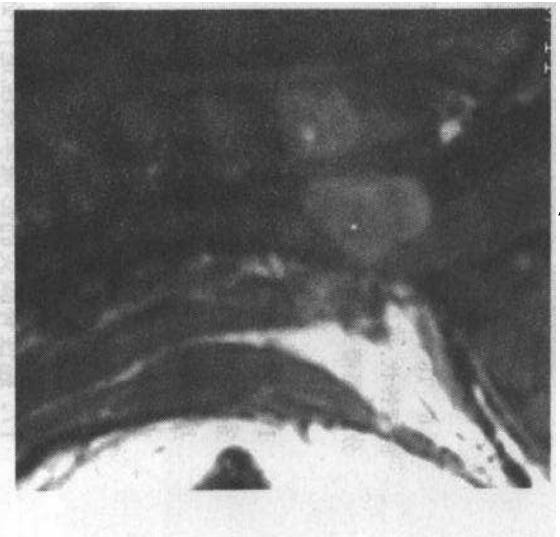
C1~C2 脊膜瘤。增强扫描 MRI 矢状位显示, 肿瘤(亮的卵圆形区)起源于脊髓外, 呈卵圆形强化信号区, 边界清楚, 脊髓受压向左移位
